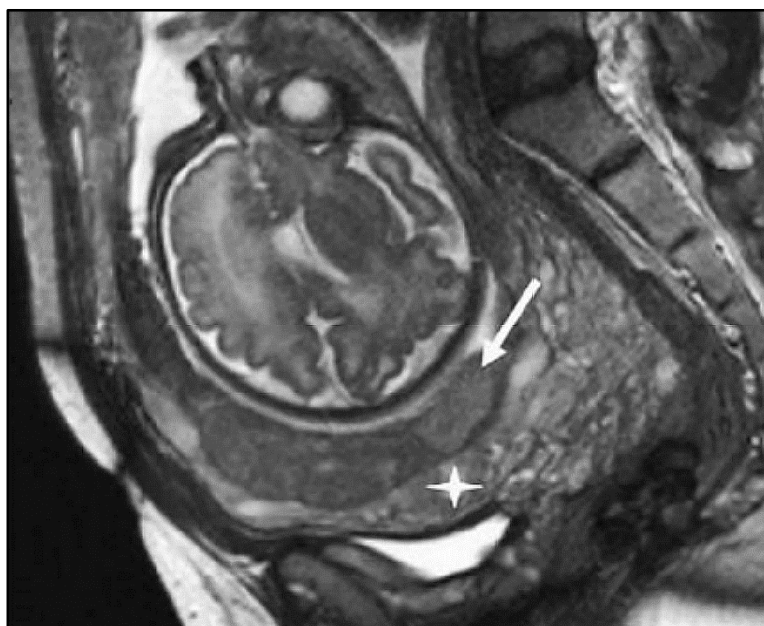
IRM : coupe sagittale T2 sur placenta prævia non accréta en séquence SSFP, meilleure résolution entre le placenta (flèche) et myomètre (étoile). (Service de radiologie CHU Hassan II)
